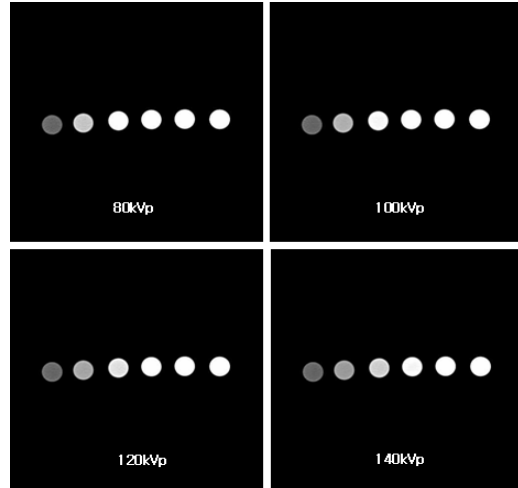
Image of phantom and CT image of phantom.
